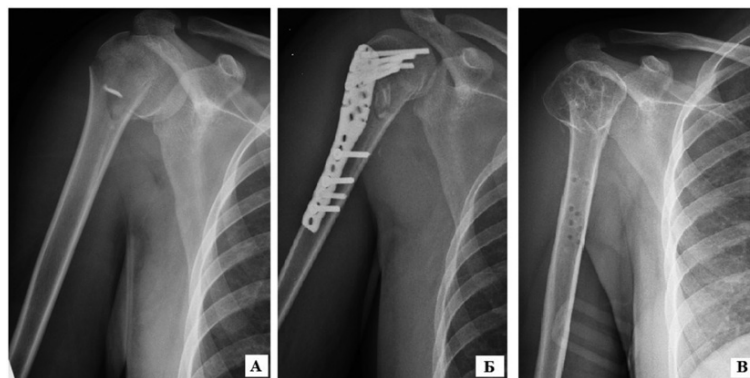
Рентгенограммы пациентки П., 29 лет: а) при поступлении; б) выполнен остеосинтез перелома плечевой кости пластиной с угловой стабильностью винтов; в) перелом сросся, выполнено удаление металлоконструкции
